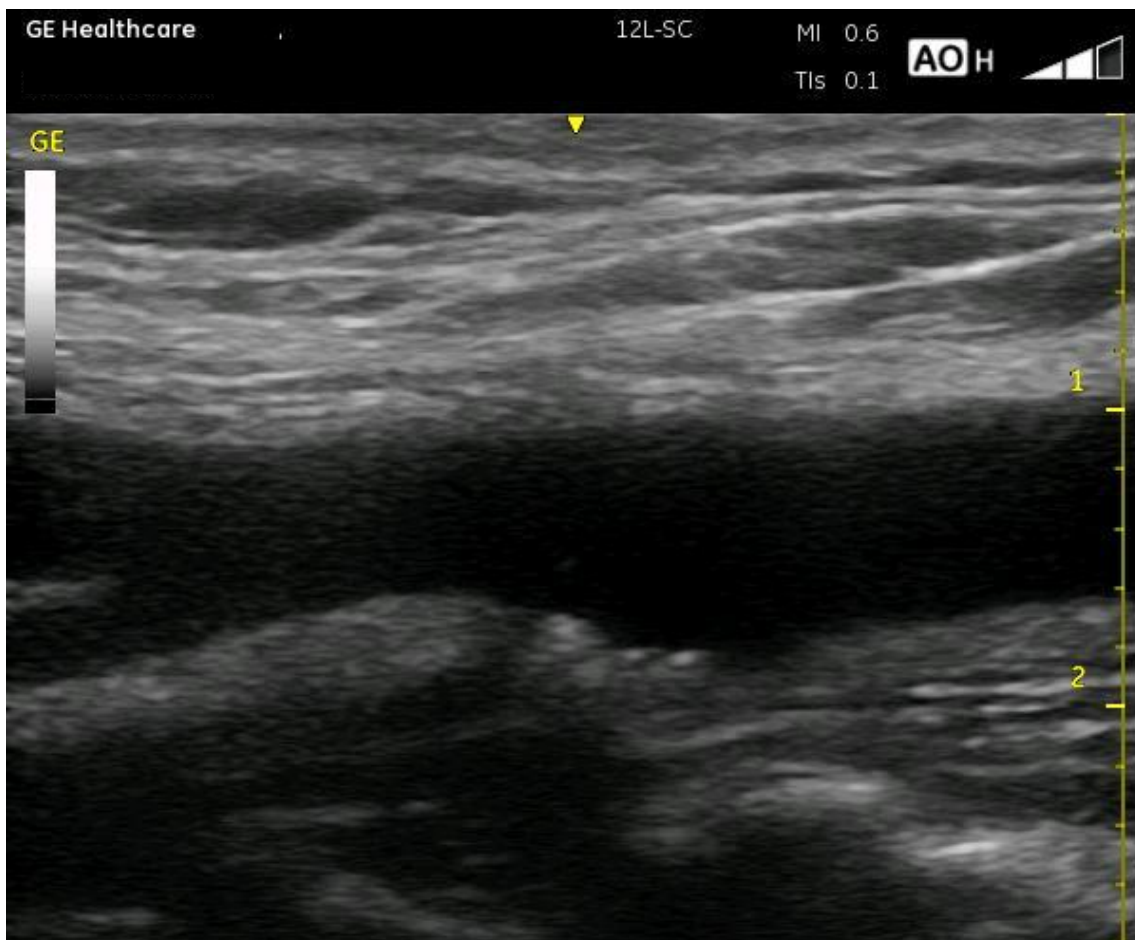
Imagem de ultrassonografia do bulbo carotídeo e artéria carótida comum.
